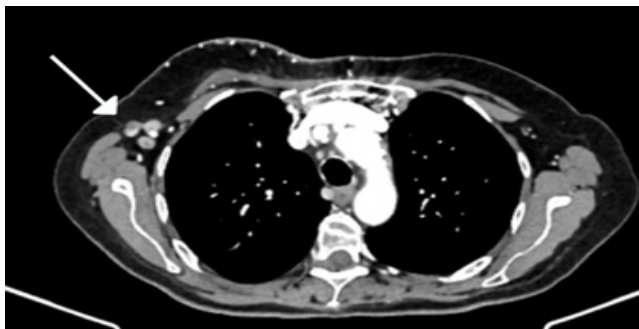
КТ хворої К., 45 р.: метастази пухлини правої грудної залози у праві пахвинні лімфатичні вузли (вказано стрілкою)
